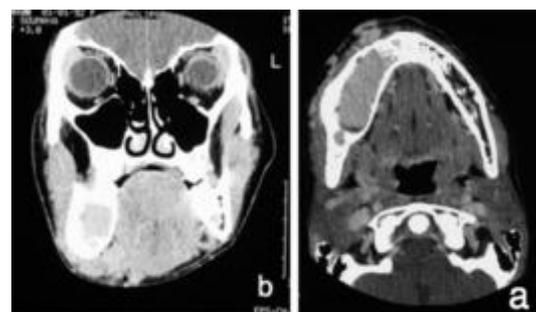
TDM du massif facial en coupes axiale (a) et coronale (b) : ostéolyse de la branche horizontale droite, soufflant les corticales avec une rupture de la corticale.
